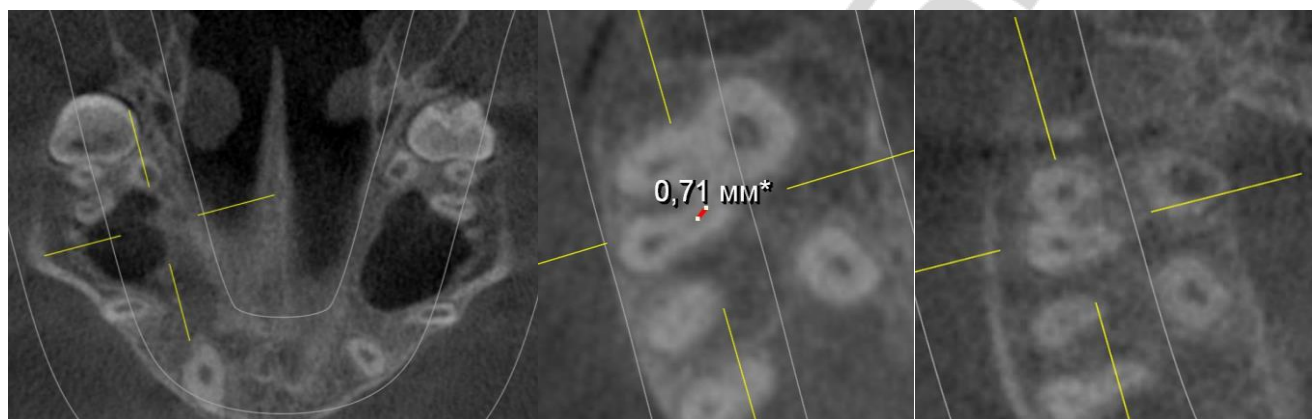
Примеры изученных изображений поперечного среза медиально-щечного корня постоянных моляров верхней челюсти подростков с визуализацией канала МВ2 и оценкой его диаметра (изображения получены методом конусно-лучевой компьютерной томографии)
